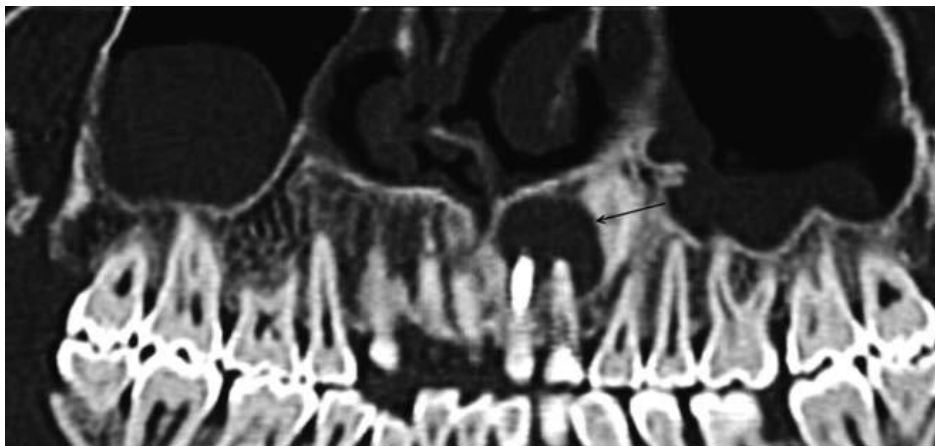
Reconstrucción oblicua coronal de la tomografía computarizada, con una apariencia similar a la radiografía panorámica, pero con mayor nitidez. Quiste radicular en 21 y 22.<sup>12</sup>
